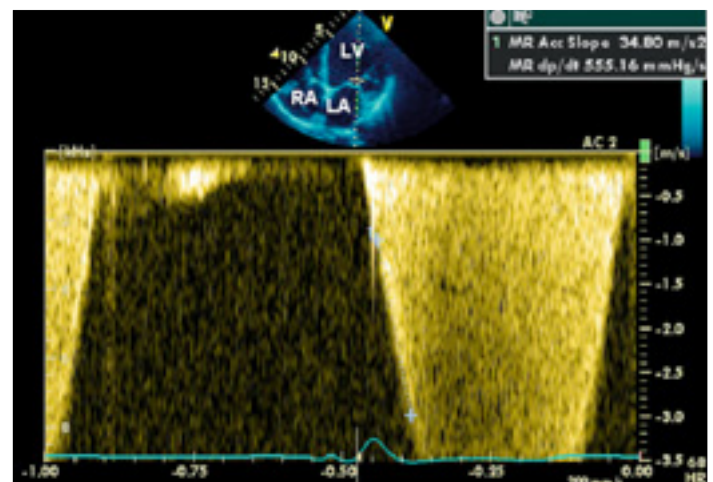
Kontinuierlicher Doppler im Vierkammerblick entlang des Schallstrahls der vom LV-Apex bis zum LA-Dach reicht. Eingezeichnet die Berechnung des Kontraktilitätsparameters (dp/dt) aus der Zeit zwischen den Zeitpunkten der Geschwindigkeiten 1 und 3 m/s.
